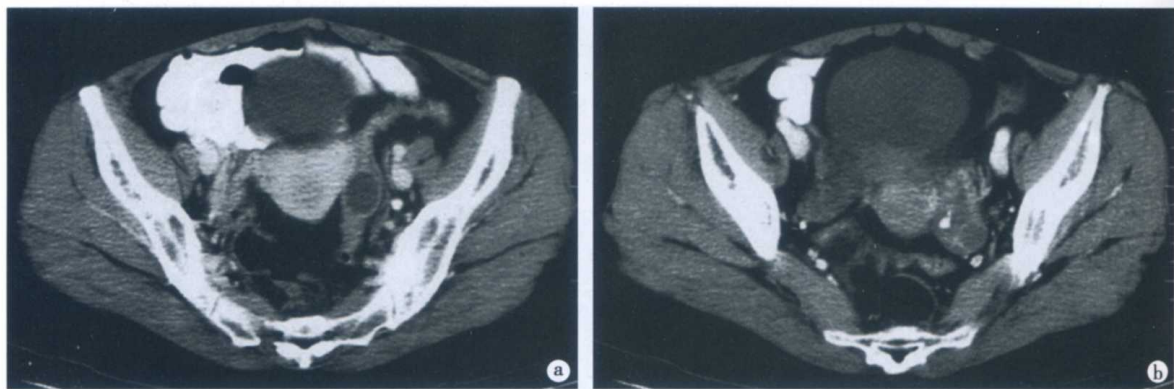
左侧卵巢浆液性囊腺癌 CT 表现
